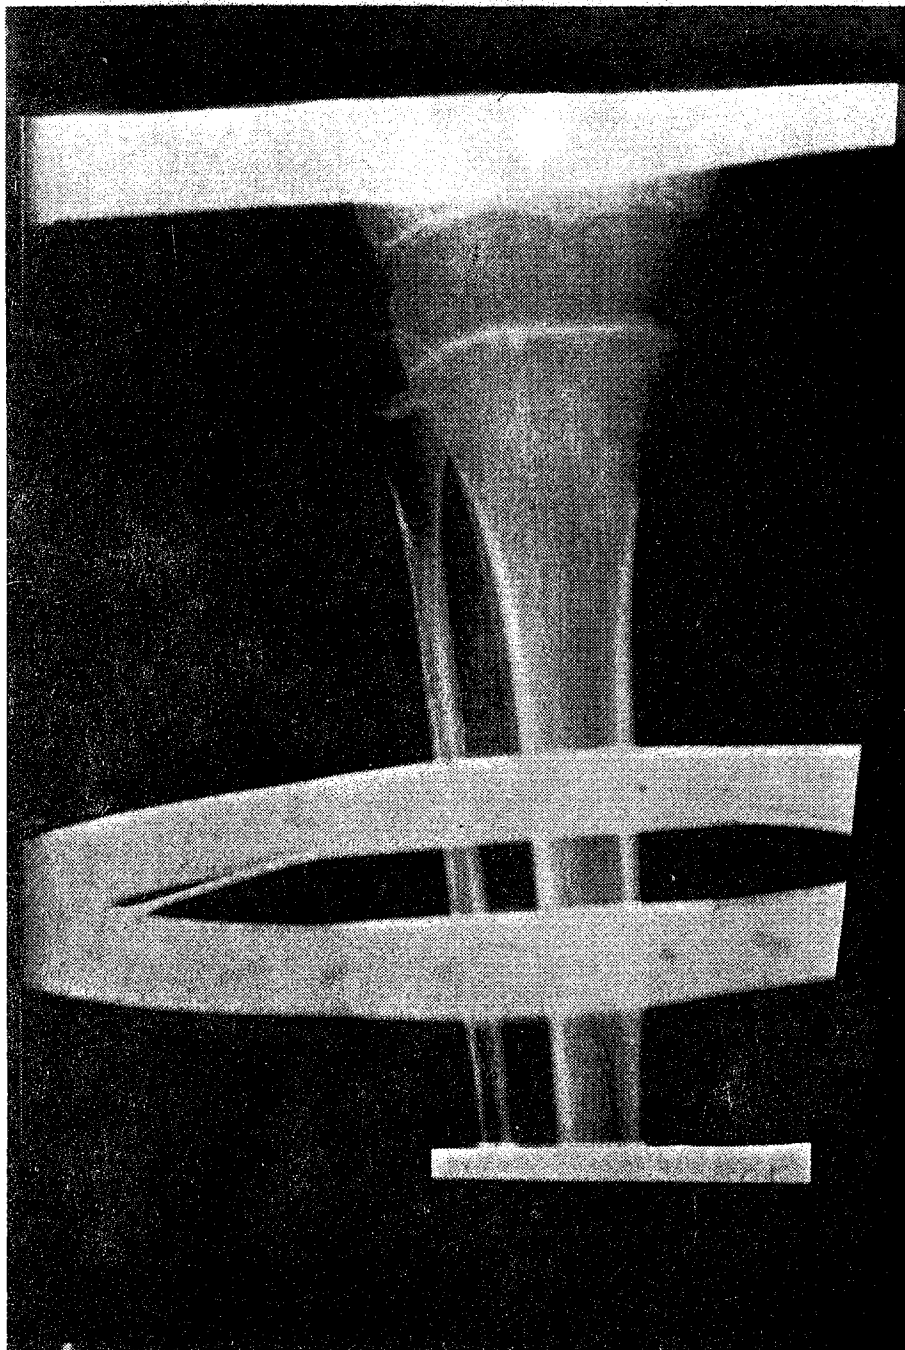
Radiografía del día 32do del alargamiento del Caso 2. Nótese la formación de condensación ósea en el espacio de separación.
